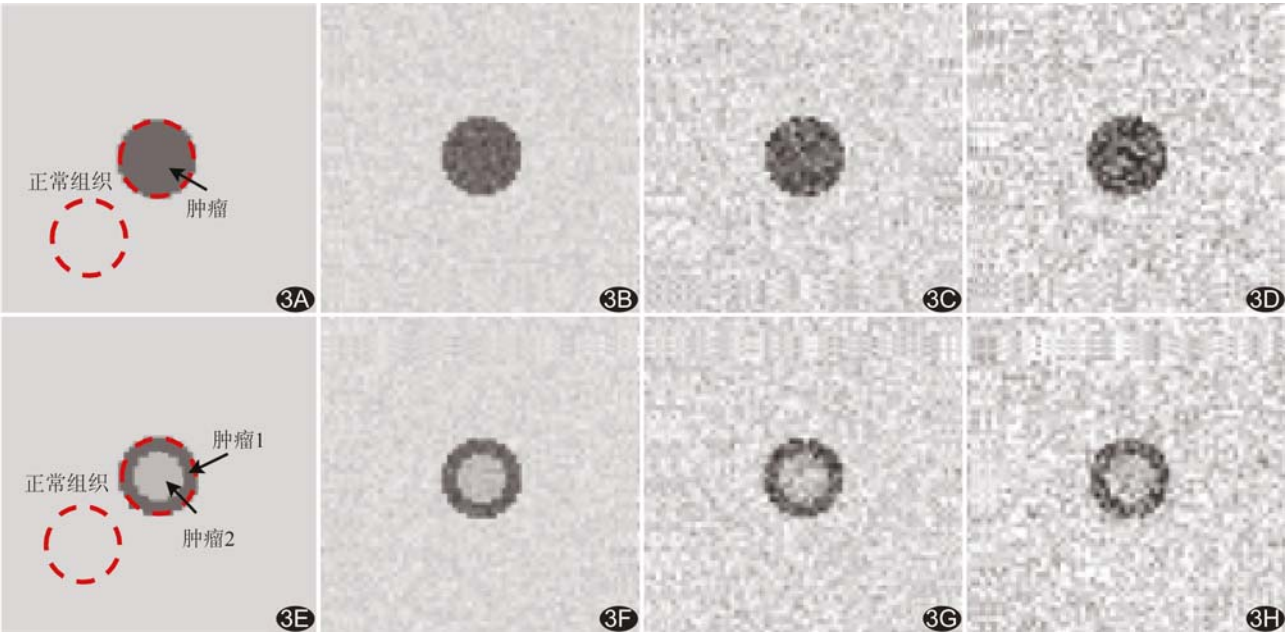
动态 PET 图像序列,选取第 25 帧图像 A~D. 依次为序列 1 的原始图像以及加入噪声水平为 0.1、0.5、1.0 后的噪声图像; E~H. 依次为序列 2 的原始图像及以加入噪声水平为 0.1、0.5、1.0 后的噪声图像
